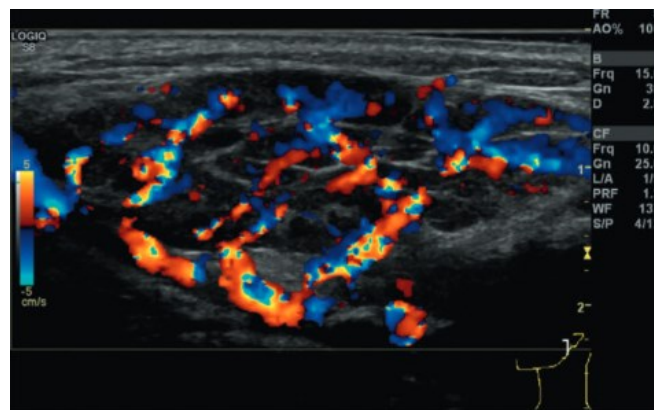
Sonographisches Bild einer akuten Parotitis im Farbdoppler (102)
